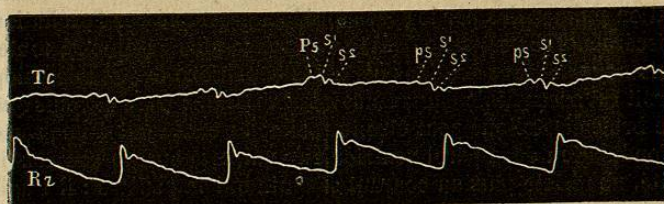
Galop mésosystolique (J. Teissier). — TC, tracé cardiographique; p s, choc présystolique; S¹, première systole; S², second choc (bruit surajouté, galop). Au niveau de la *dépression séparative* des deux chocs S¹ et S², on peut percevoir parfois un souffle extra-cardiaque.
